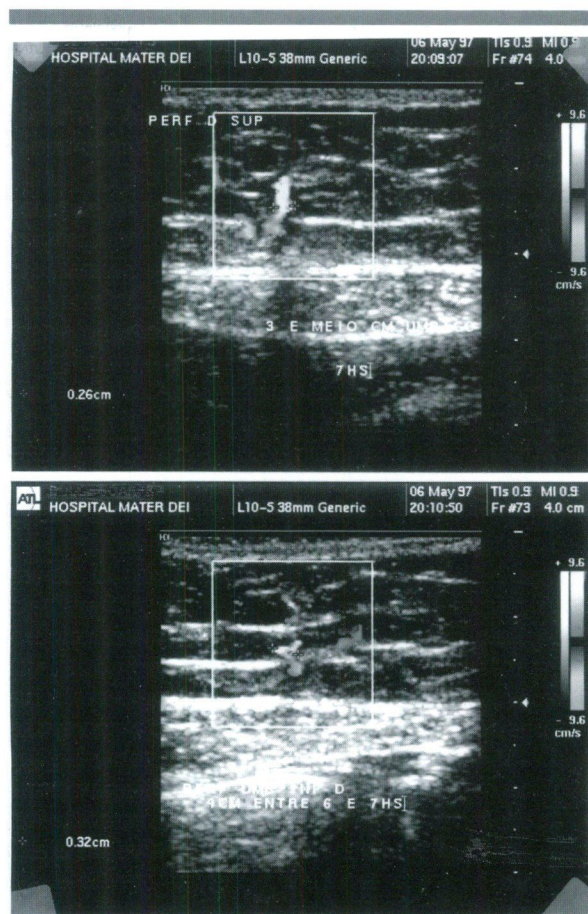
Ultra-som doppler pré-operatório dos vasos perfurantes periumbilicais
